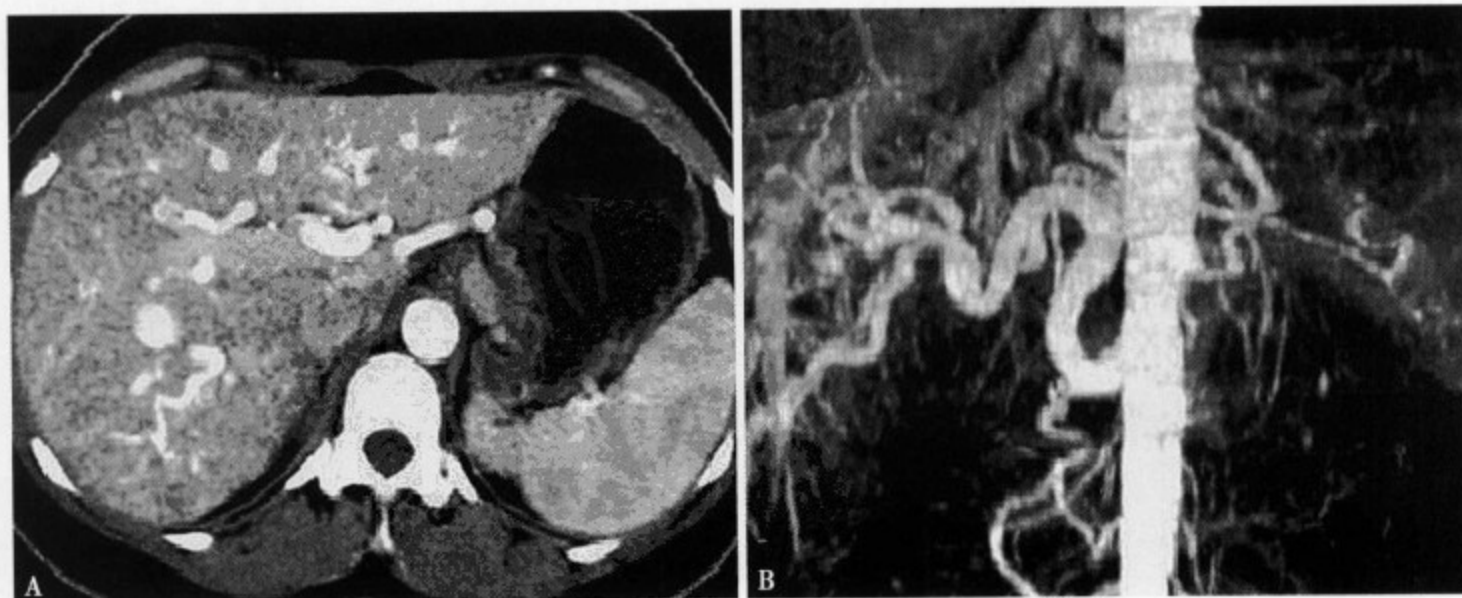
增强 CT 动脉期 (A) 肝内动脉增粗扩张，走行不规则，肝实质密度显示不均匀；MIP (B) 显示肝动脉及其分支扩张、增粗、扭曲
